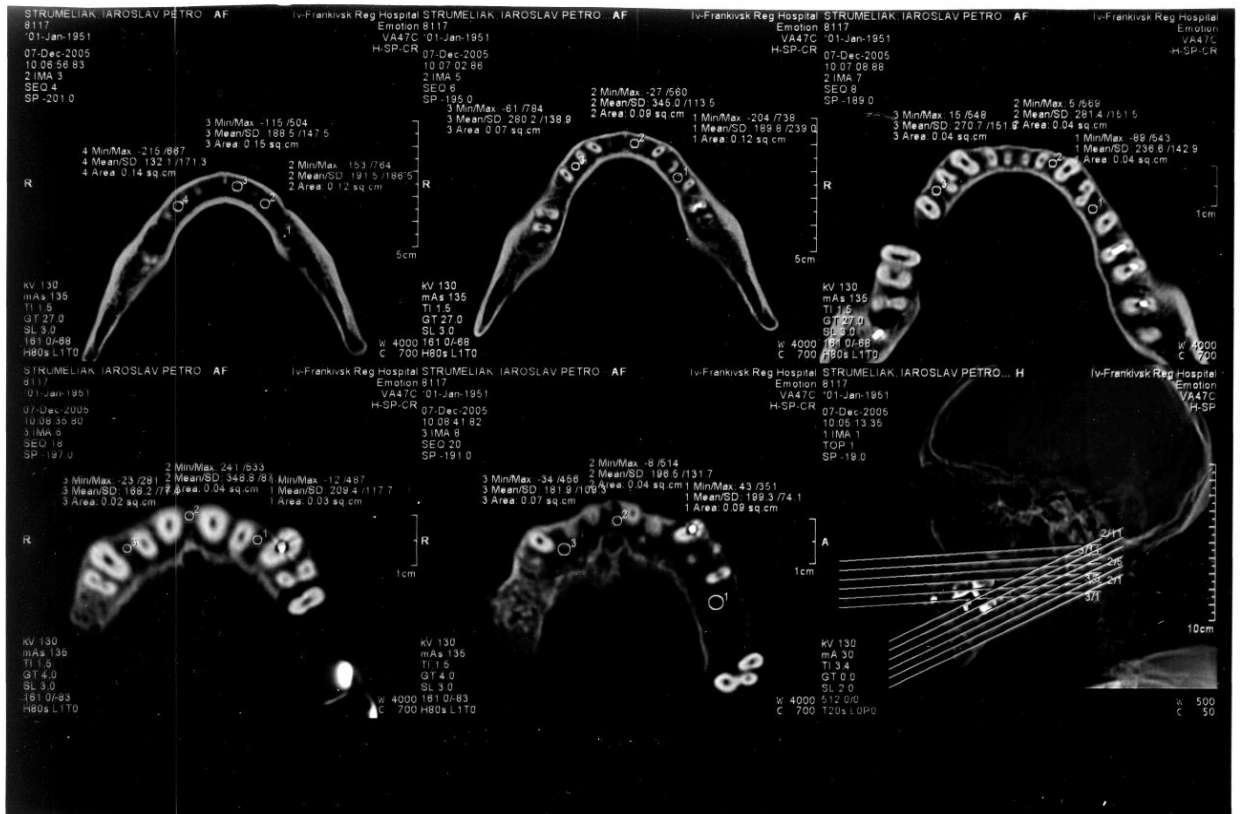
Комп'ютерна томографія щелеп хворого П., 53 р., з переломом нижньої щелепи на тлі генералізованого пародонтиту III ступеня, стаціонарна карта № 236
